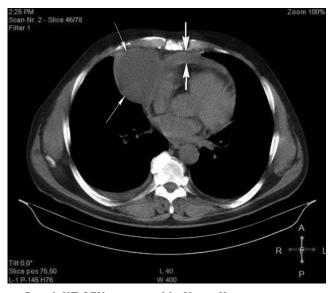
КТ ОГК пациента М., 58 лет. Киста перикарда в правом кардиодиафрагмальном углу (тонкие стрелки), утолщенный перикард (толстые стрелки)
